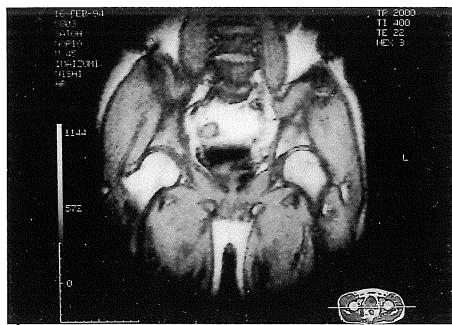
Third MR image obtained after 2 months shows the smaller band-like low intensity area and the subjective symptoms especially ameliorated.
